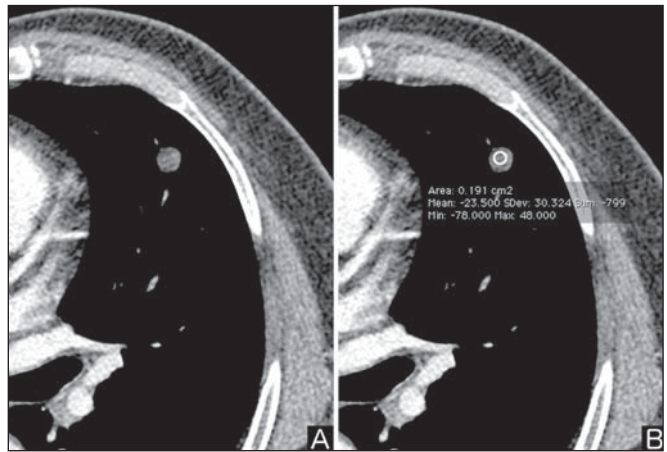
Gordura. Presença de gordura intranodular em hamartoma. TC de tórax em janela de mediastino (A,B). Em B nota-se região de interesse demonstrando atenuação média de -23 UH.
